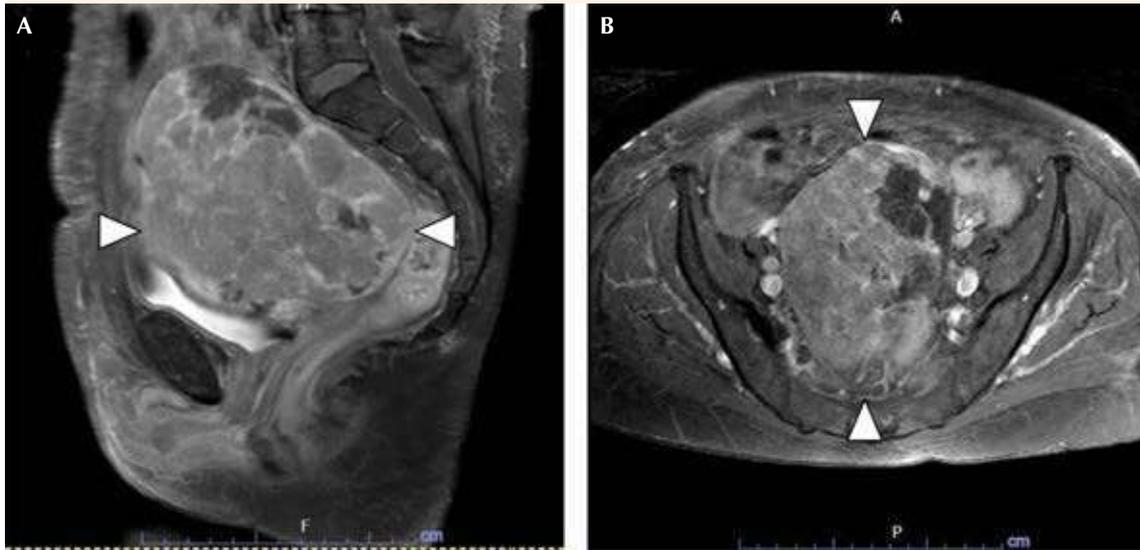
Resonancia magnética contrastada de pelvis que muestra una masa ovárica derecha sólida, con restricción a la difusión y realce heterogéneo con el medio de contraste, de 133 x 103 x 89 mm, que desplaza en sentido caudal el útero y la vejiga. A) Secuencia T1W, corte parasagital. B) Secuencia T2W, corte transversal.
